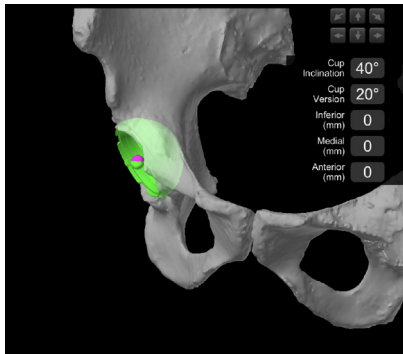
Implante acetabular visión TAC 3D.
